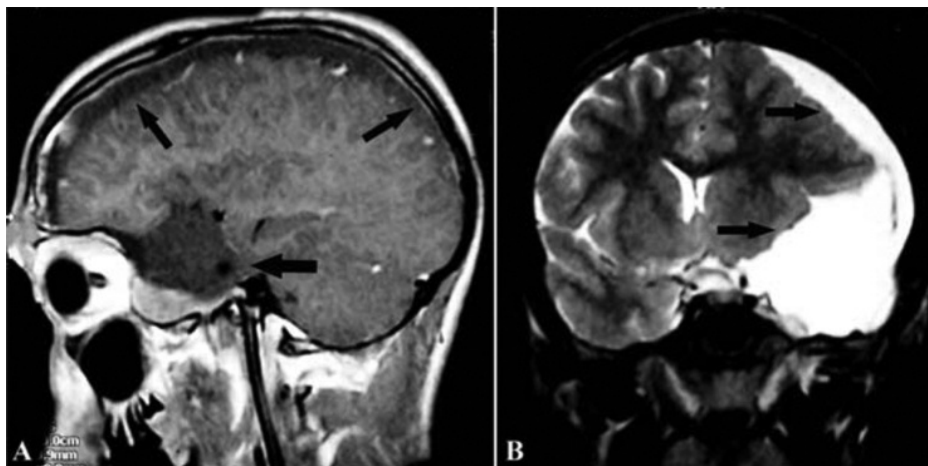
Image IRM après injection de produit de contraste montrant le kyste arachnoïdien temporo sylvien droit, l'hémorragie intrakystique et l'hématome sous-dural.
